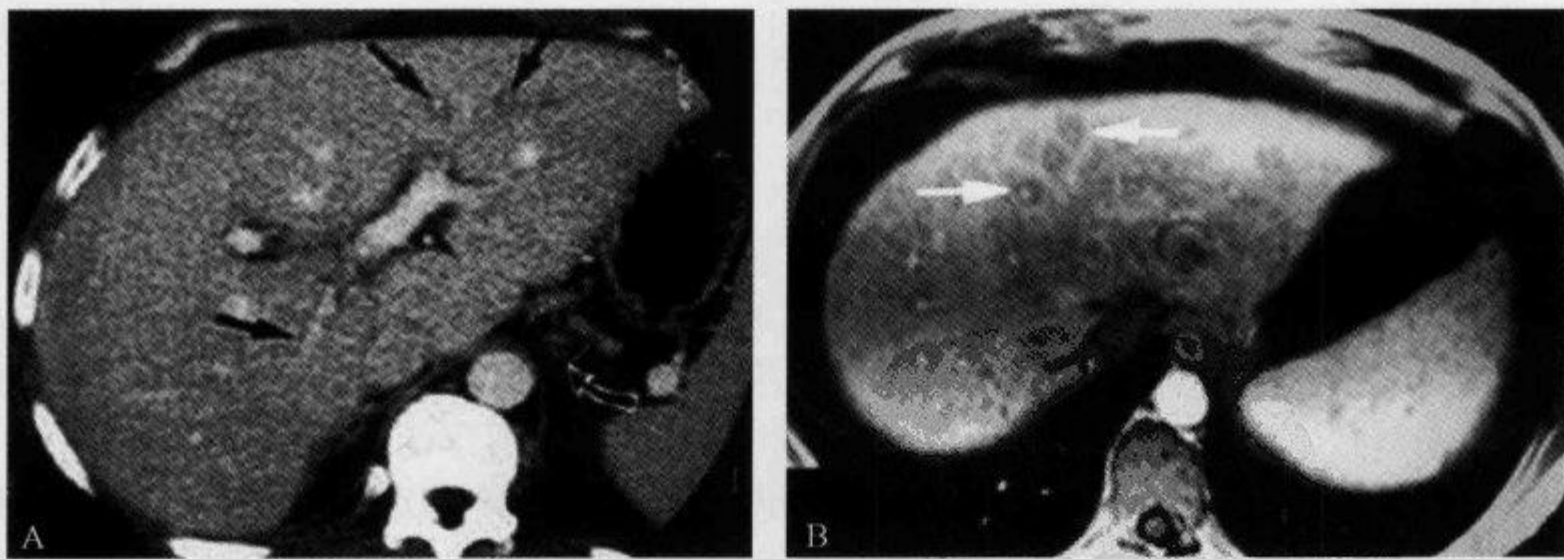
CT 增强及 MRI 增强示“门静脉周围晕征”
